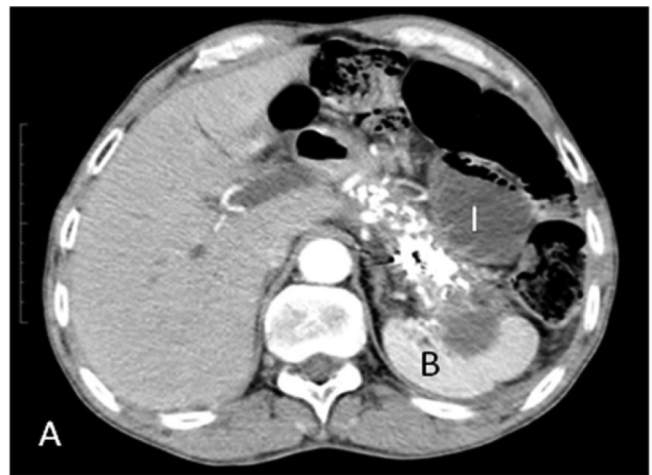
TC axial com contraste venoso 9 meses após embolização revela desaparecimento do pseudoaneurisma e do seu efeito de massa (shrinking). Note a perfusão do baço (B) preservada. Existe líquido em alça intestinal (I).
